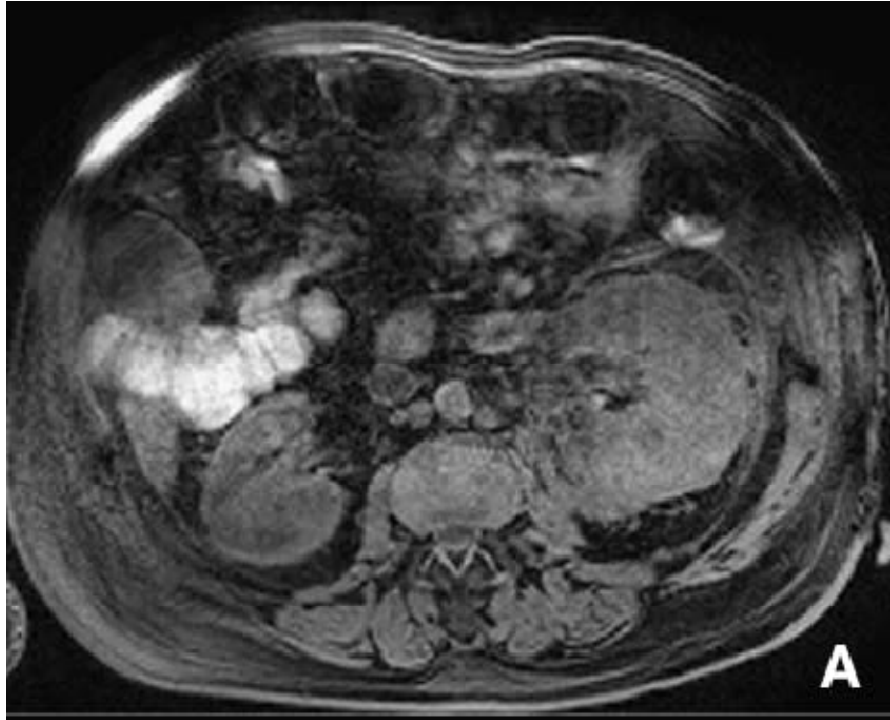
IRM pyélonéphrite diffuse. Coupes axiales réalisées sans préparation (A) et après injection de gadolinium (B) : modifications majeures de la néphrographie avec très nombreux defects au temps tubulaire avec infiltration de la graisse périrénale et des fascias. (61)
